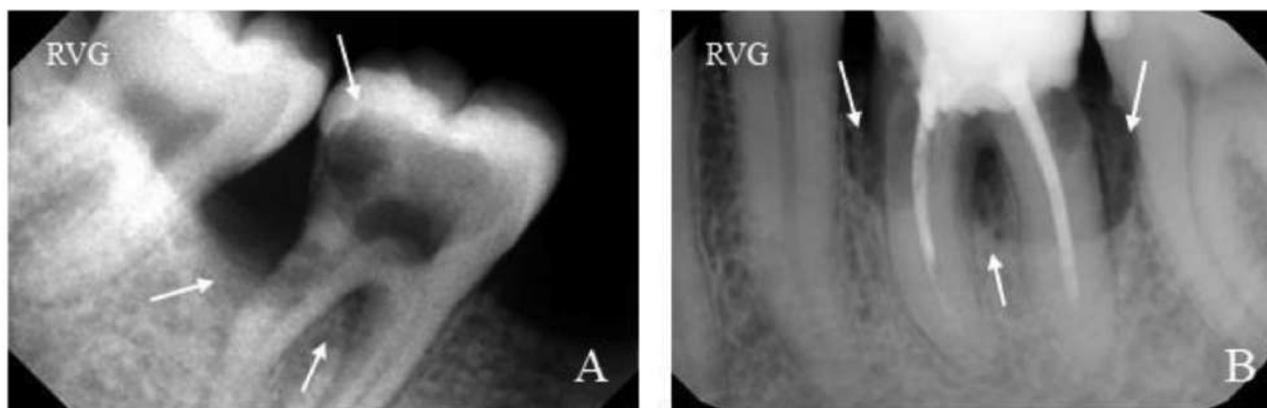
А – денальная рентгенография зуба 4.7. В корональной части зуба, в области фуркации, а также в верхней трети дистального корня определяются радиолюцентные участки округлой формы, контуры полости зуба прерываются в нескольких участках. Признаки потери высоты альвеолярного гребня (деструкция межзубной перегородки на 1/3 длины корня, радиолюцентный участок в области фуркации).
